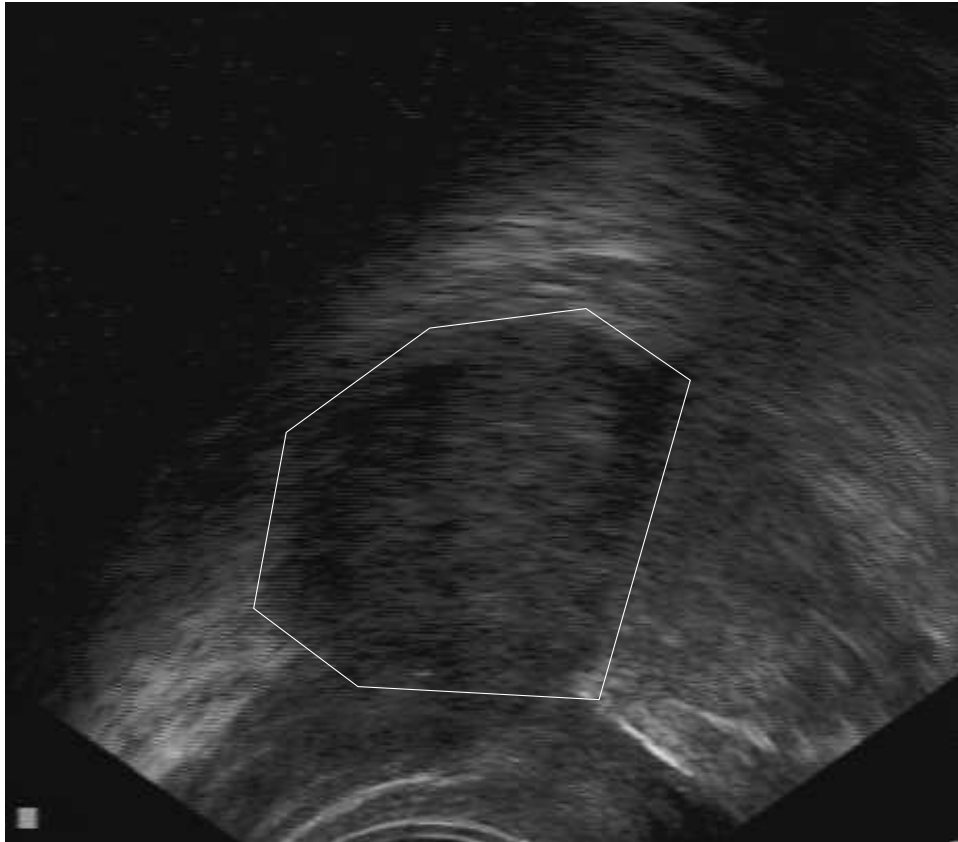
Imagen de ecografía transrectal. La región encerrada en el polígono corresponde a la próstata.
